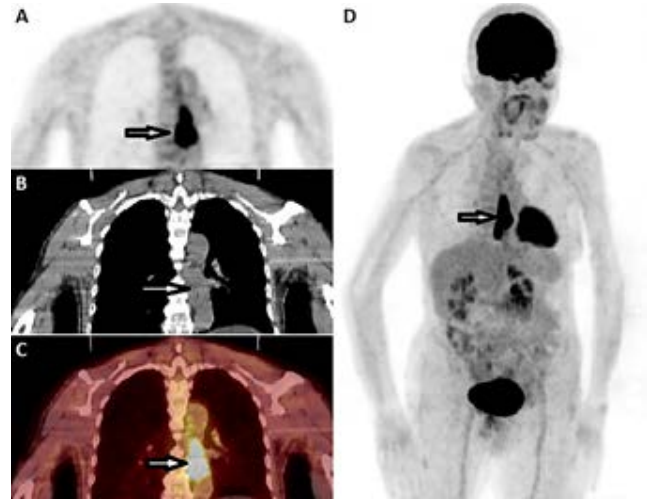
PET/BT Analiz bulguları
